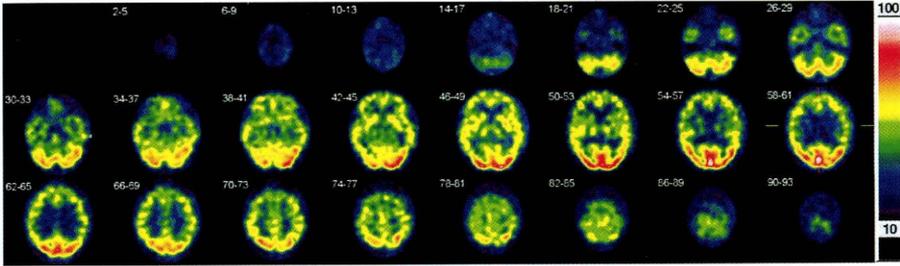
8月19日 SPECT: 両側後頭葉への集積が増加している。両側後頭葉の動脈の自動調節能の障害による血流増加と推測される。
